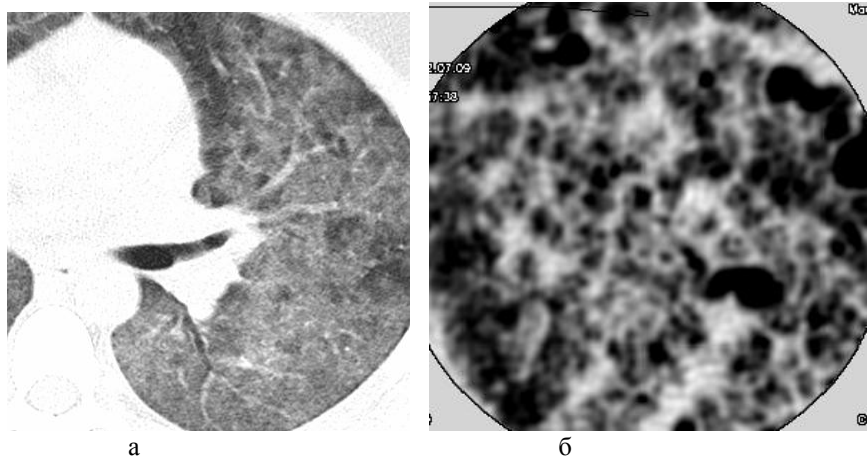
а, б: а КТ легкого больного Ш. 47 лет с подтвержденным диагнозом идиопатический легочный фиброз, обострение; б специальное сканирование участка легкого.
